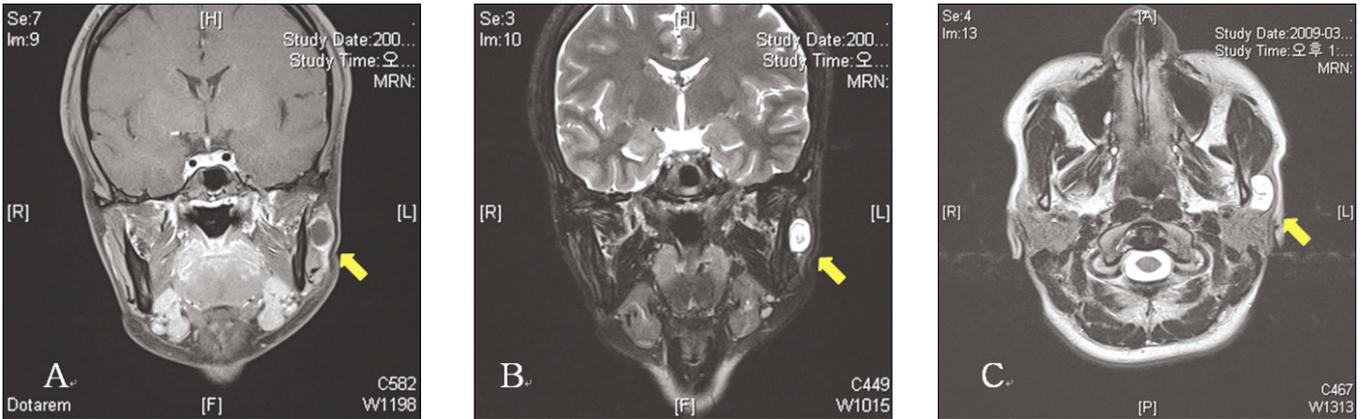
A. T1-weighted MR image.(coronal view) It shows a low signal intensity lesion in the left parotid gland with 1.7 × 1.1 cm size. B. T2-weighted MR image.(coronal view) It shows a high signal intensity cystic lesion and relatively low signal intensity materials within the lesion in the left parotid gland.(See the arrow) C. T2-weighted MR image.(axial view) The lesion is located in the parotid gland, not masseter muscle.(arrow)
